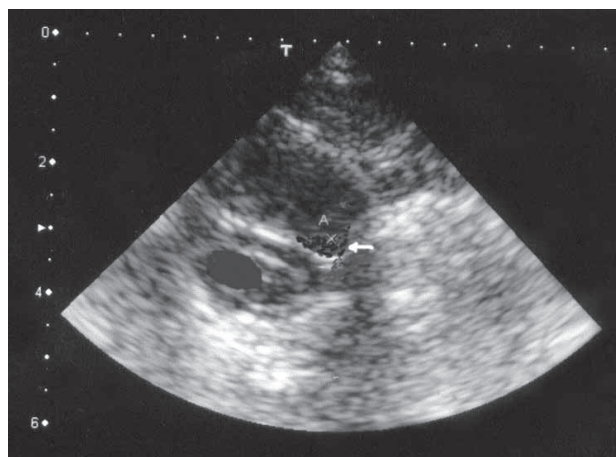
Шейный остеохондроз. Левосторонняя фораминальная протрузия (стрелка)
